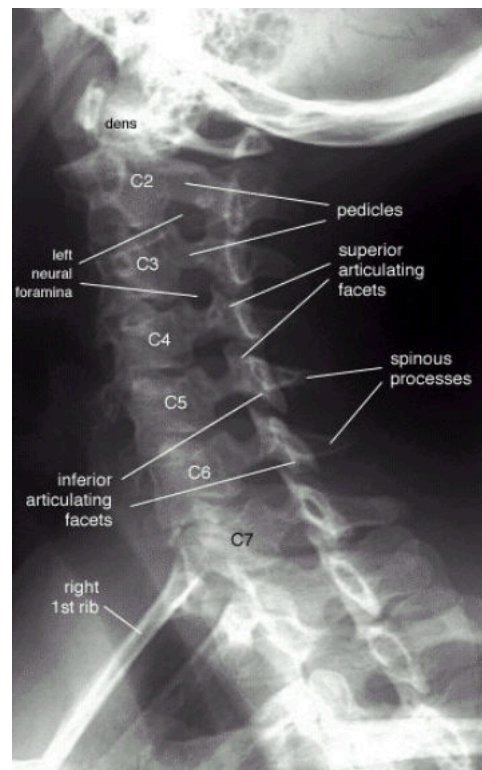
Radiographie de 3/4 du rachis cervical.
